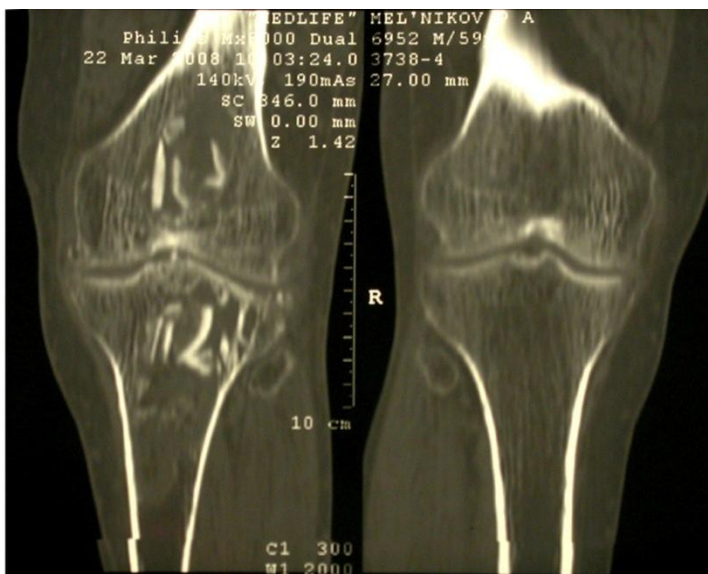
Компьютерная томография через 2 месяца после операции
